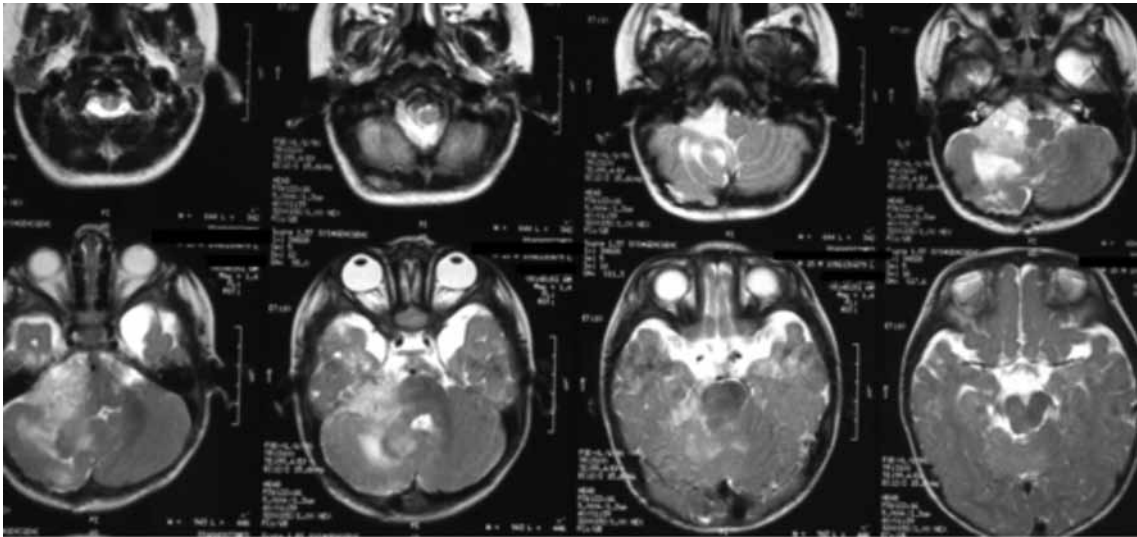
Resonancia magnética cerebral, potenciada en T2, corte transversal.
